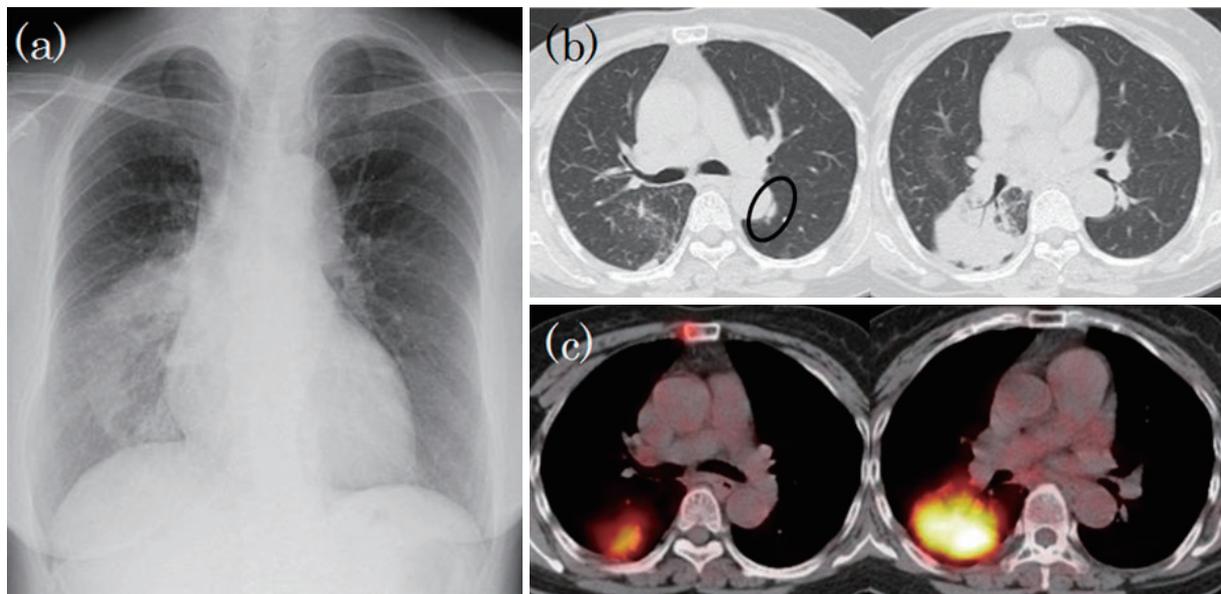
Imaging findings at the initial diagnosis. Chest X-ray shows a large mass with ground-glass opacity in the right middle and lower lung fields (a). Chest CT shows an extensive mass with ground-glass opacity in the right lower lobe, a flattened shadow in the left lower lobe S⁶, and osteolytic changes in the sternum (b). FDG-PET/CT shows accumulation in the right lung shadow and sternum, and no accumulation was observed in the opposite lung shadow (c).
